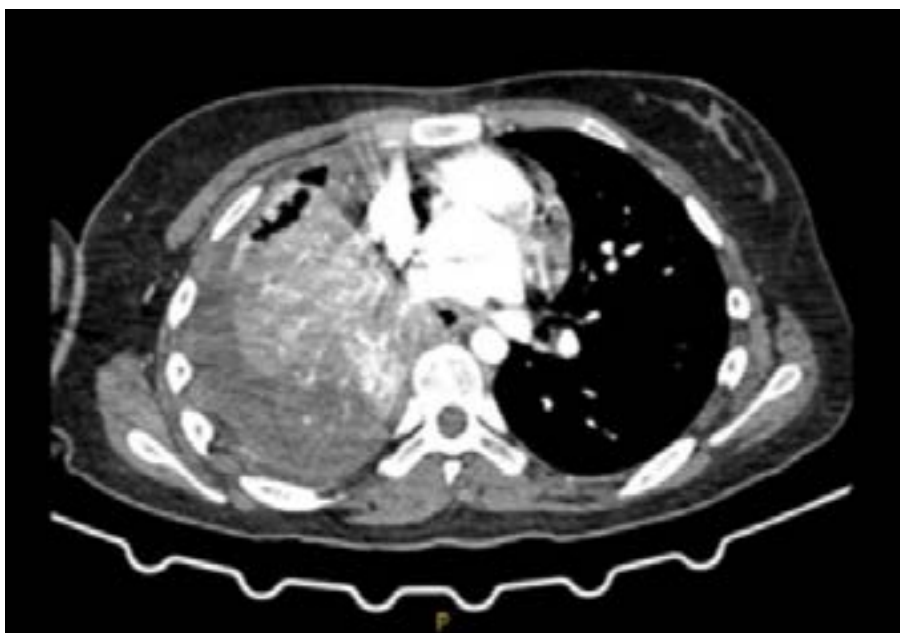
TC realizado al diagnóstico
